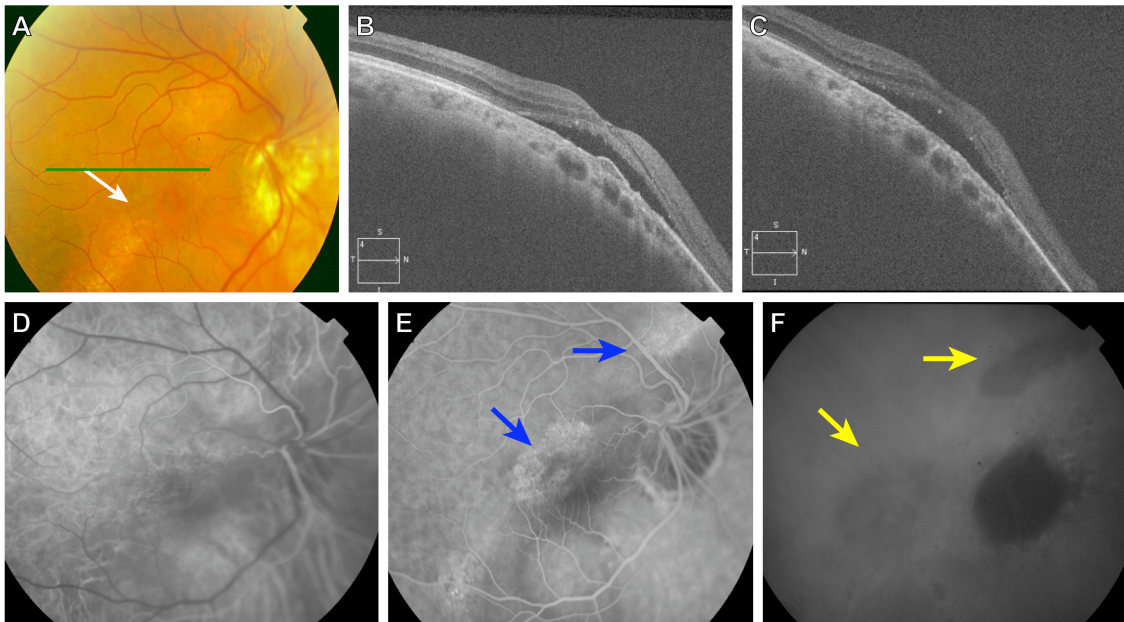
Fondo de ojo derecho (a) con angiografía fluoresceínica (d,e) y verde indocianina (f) en paciente de 54 años con síndrome de papila inclinada asociado a estafiloma inferior donde se observan áreas de hiperfluorescencia en el borde superior del estafiloma inferior por efecto ventana, correspondientes a las zonas de atrofia del epitelio pigmentario de la retina (flecha azul) con áreas de hipofluorescencia en el examen con verde indocianina (flecha amarilla). Tomografía de coherencia óptica (b,c) donde se demuestra los desprendimientos del neuroepitelio persistentes.
